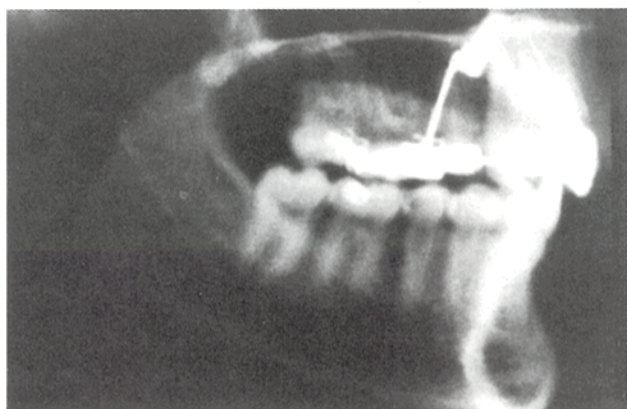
Fernröntgenseitenbild nach Lückenschluß: Reduktion der sagittalen Stufe um etwa 8 mm (vgl. Abbildung 2b).
